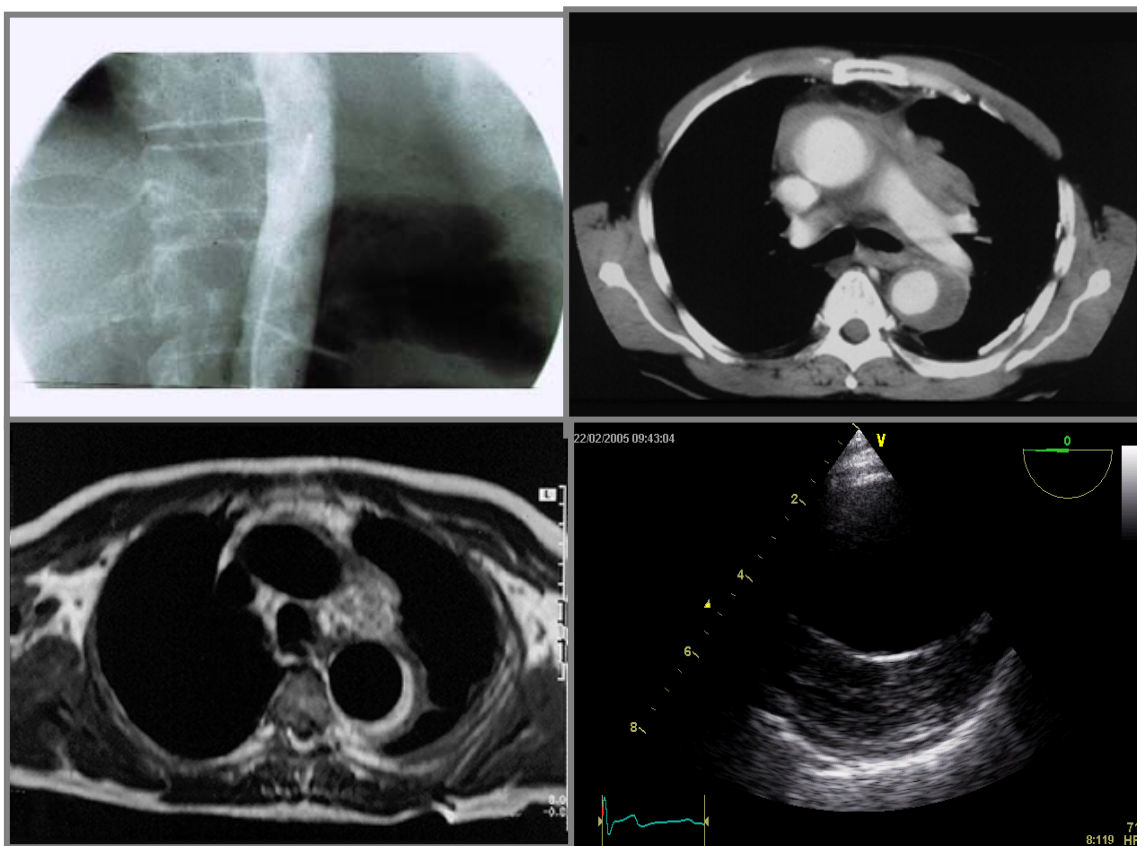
Hematoma intramural a l'aorta descendent (fletxes). Superior esquerra) L'angiografia no evidència alteracions; Superior dreta) Tomografia computeritzada que evidència el hematoma a l'aorta descendent; Inferior esquerra)
